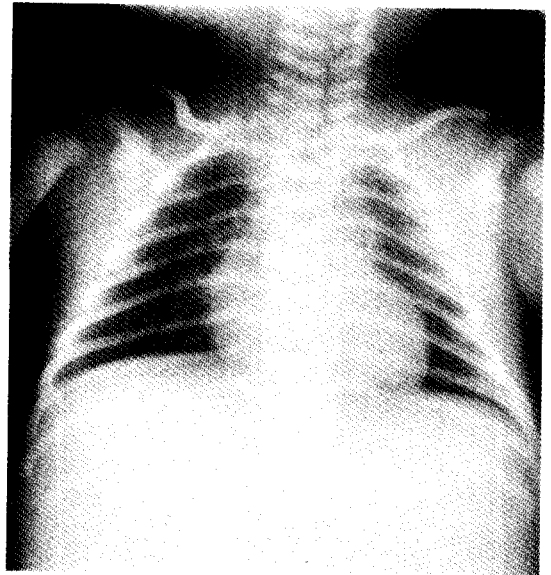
At 8th hospital days, chest X-ray showed mediastinal widening due to aortic aneurysm
